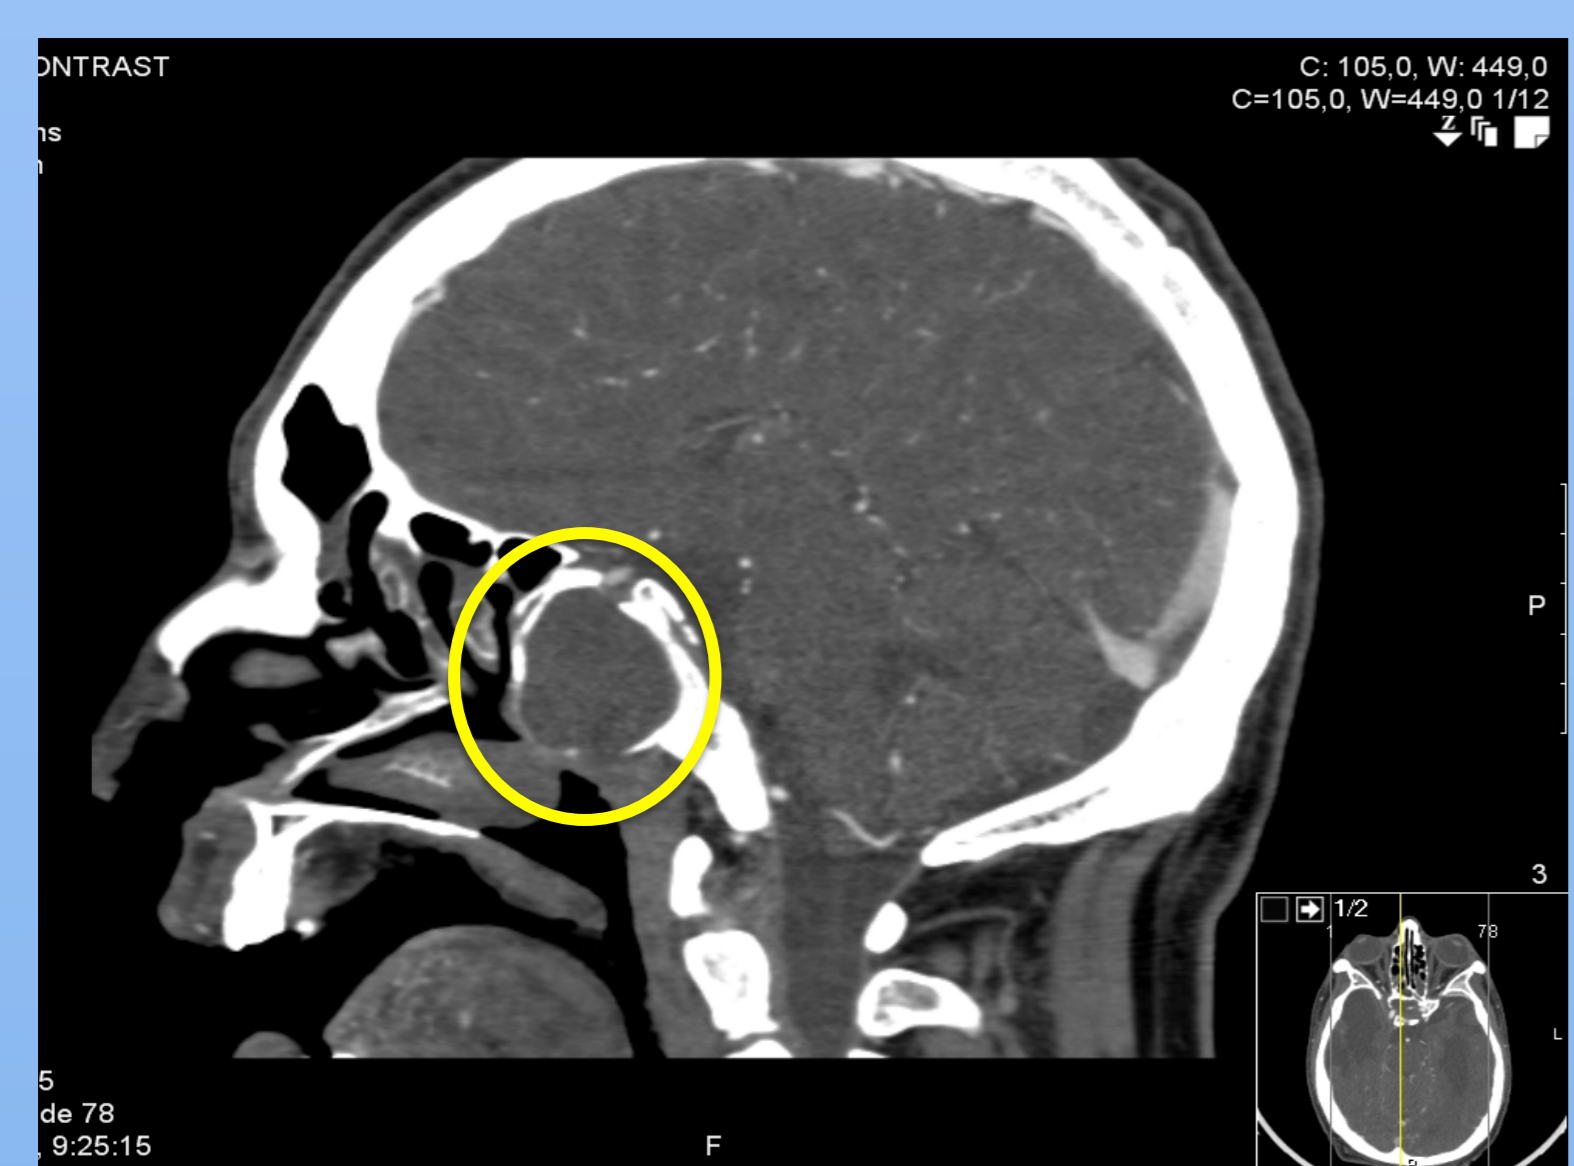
TC SPN - corte sagital com ocupação do seio esfenoidal por lesão suspeita de mucocelo.
